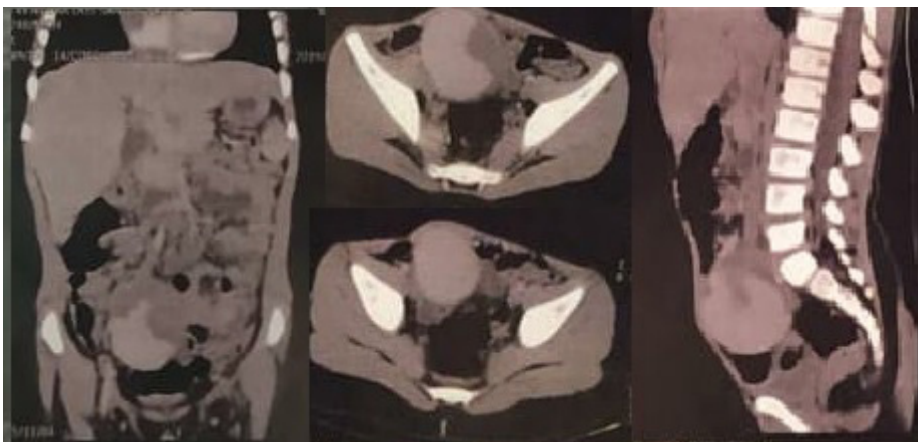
Coronal, axial, and sagittal tomographic images with contrast showing the aneurysm of the right common iliac artery.
